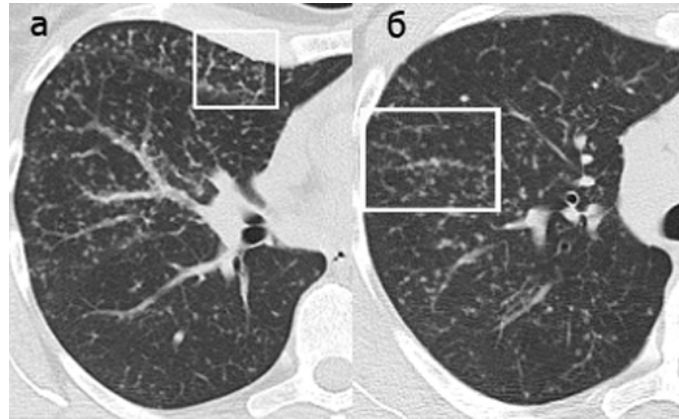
КТ ОГП: а – пацієнт Ф., 38 років. Саркоїдоз II стадії. Перилімфатичний розподіл вузликів у міждолькових перегородках субплеврально; б – пацієнтка О., 47 років. Саркоїдоз II стадії. Намистоподібне потовщення інтерстиціальних структур
